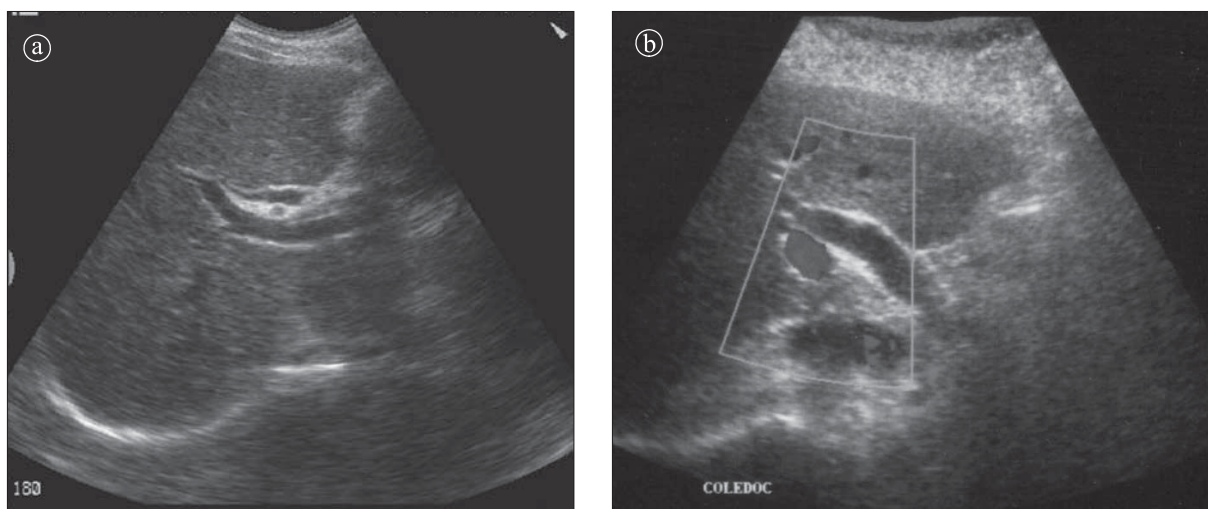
a) Canal coledoc cu aspect normal. Secțiune ecografică la nivelul hilului hepatic b) Dilatare a coledocului. Ecografie Doppler.
